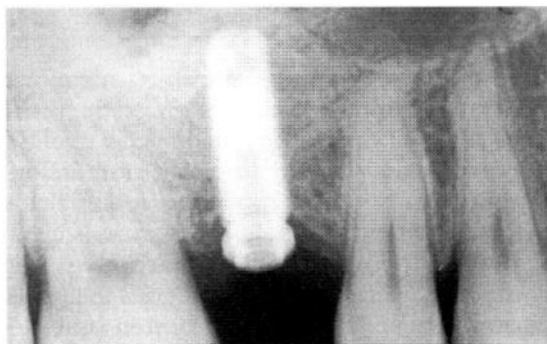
Endoral X-ray after surgery: good integration of implant and bone graft.
